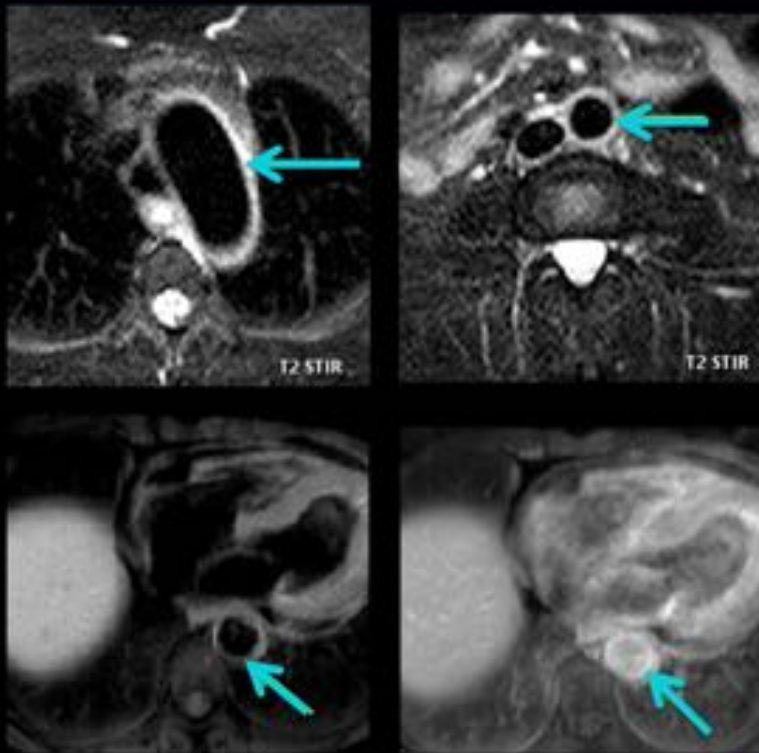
RM: T2 STIR: aumento de densidad periaórtica con engrosamiento de la pared. Abajo derecha: Con gadolinio, captación de contraste en la pared aórtica engrosada.
